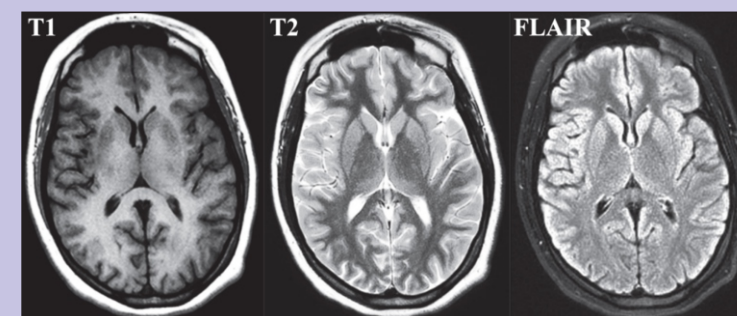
Imágenes típicas de resonancia magnética.
